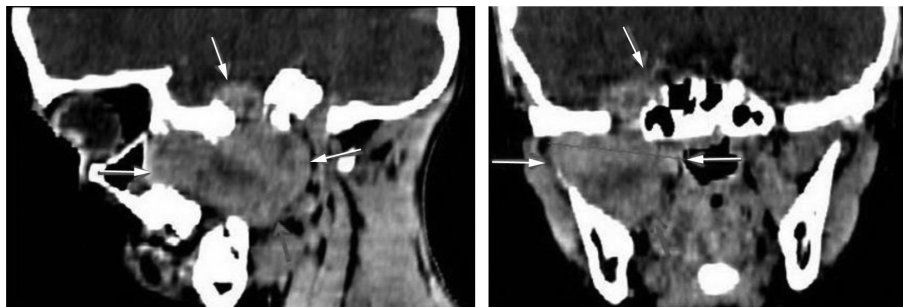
Хворий Ш., 8 р. МРТ нейрофіброми з поширенням в задньорешітчасту частину лабіринту, орбіту, кавернозний синус, основну пазуху. Деструкція дна середньої черепної ямки в місці інтракраніального поширення пухлини.
